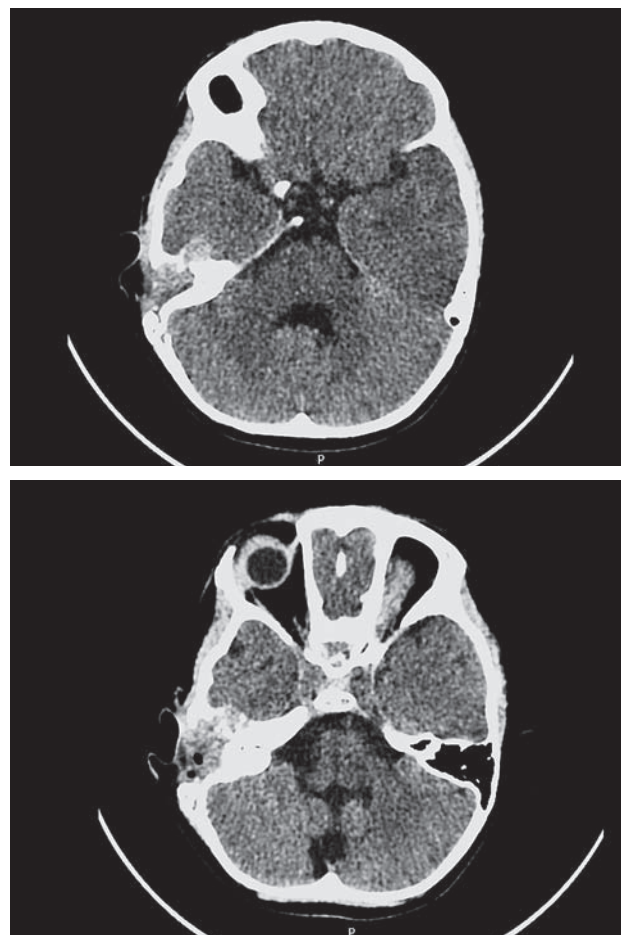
МСКТ-контроль после первого этапа хирургического лечения — удаления новообразования правой височной кости
